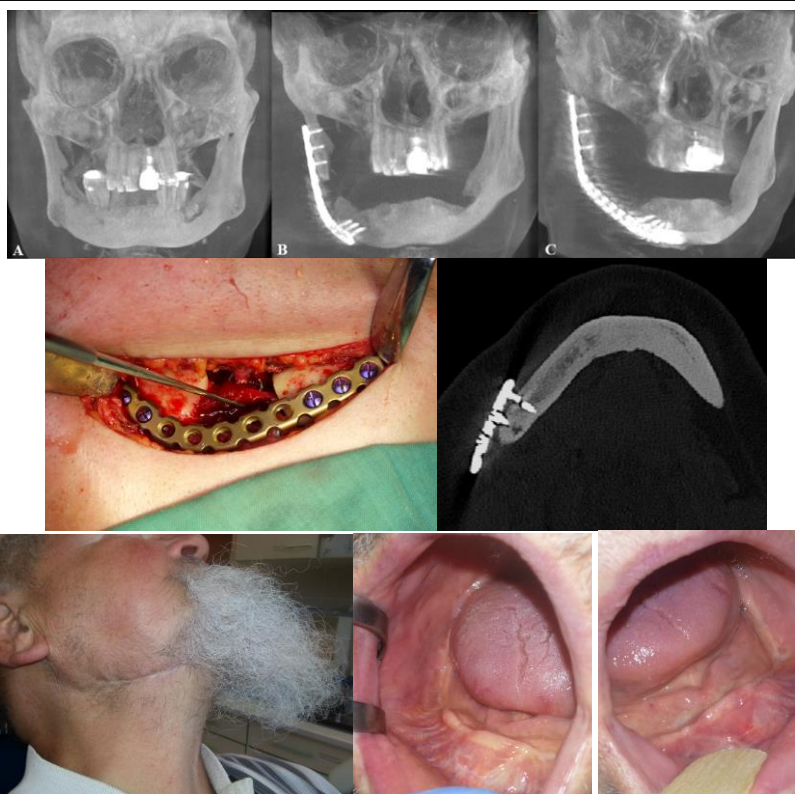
Patologická fraktura při DRONJ mandibuly vpravo. Chirurgická terapie segmentální resekci s primární rekonstrukcí rekonstrukční dlahou (load-bearing fixace). CBCT 3D rekonstrukce před výkonem, peroperační nález po rekonstrukci, CT VRT a klinický nález po výkonu.
